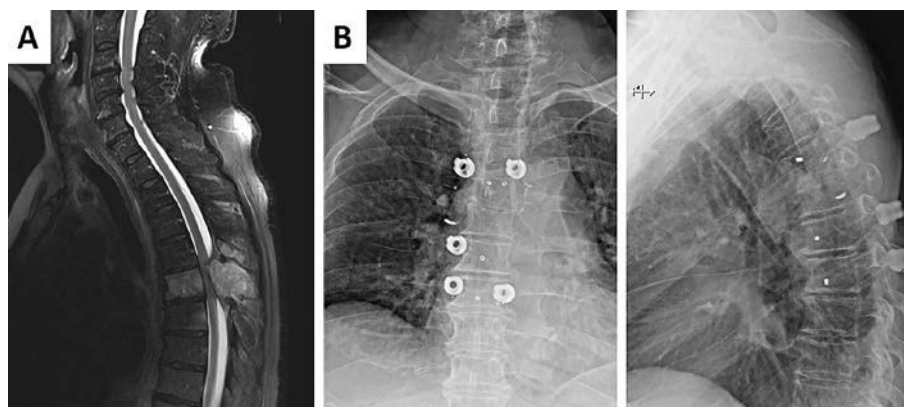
A) MRT bei akuter Querschnittssymptomatik aufgrund einer Metastase eines Nierenzellkarzinoms (NCC) von BWK 5. Es zeigt sich eine absolute Spinalkanalstenose. B) Postoperative Röntgenaufnahmen a/p und seitlich. Die Versorgung erfolgte in Form einer Laminektomie sowie mit dorsaler Stabilisation (mit Carbonimplantaten, zur Reduktion der Streustrahlung bei späterer Strahlentherapie). 24 Stunden vor dem Eingriff wurde eine Embolisation zur Blutungsprophylaxe bei NCC durchgeführt (siehe Coil auf Höhe der Metastase BWK 5 rechts)
